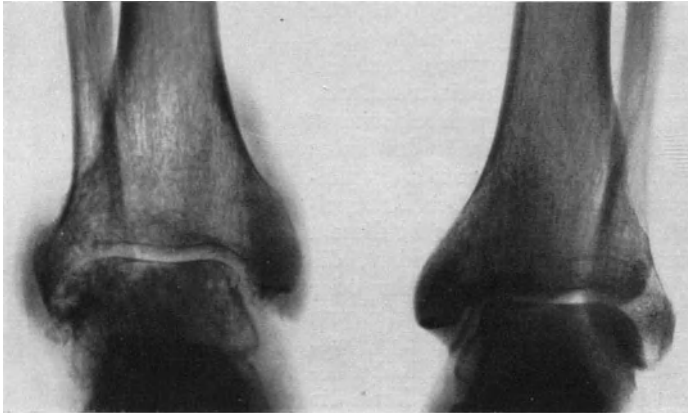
Röntgenbilder einer Infektarthritis (Tonsillen und Zahnwurzelherde) des Knie- und Sprunggelenks mit fleckiger Aufhellung und Ergüssen. (Eigene Beobachtung)
